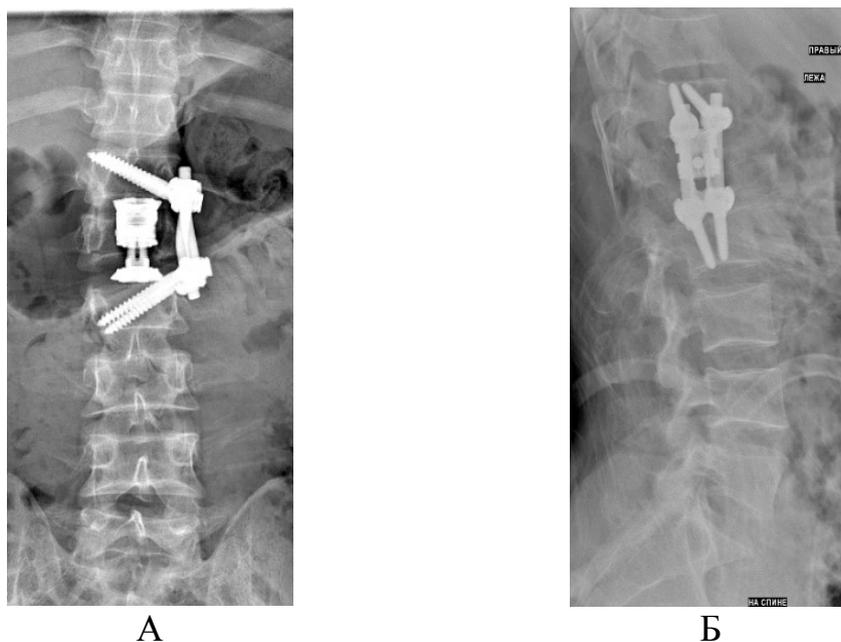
Рентгенограммы груднопоясничного перехода в прямой (А) и боковой (Б) проекциях (ИБ №4412). Корпородез L<sub>I</sub>, металлоостеосинтез TXII-LII
